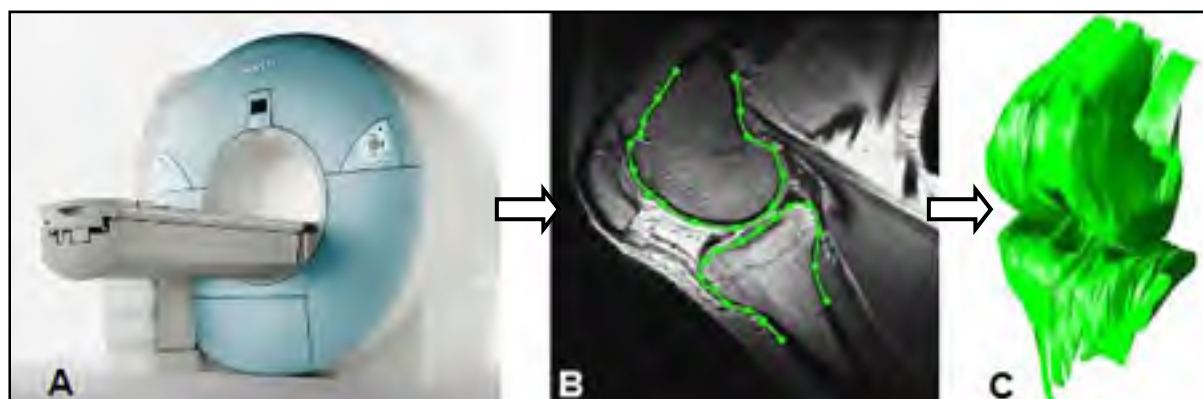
Représentation d'un IRM (A), d'une coupe sagittale du fémur et du tibia (B), et des extrémités des os reconstruites en 3D (C)
